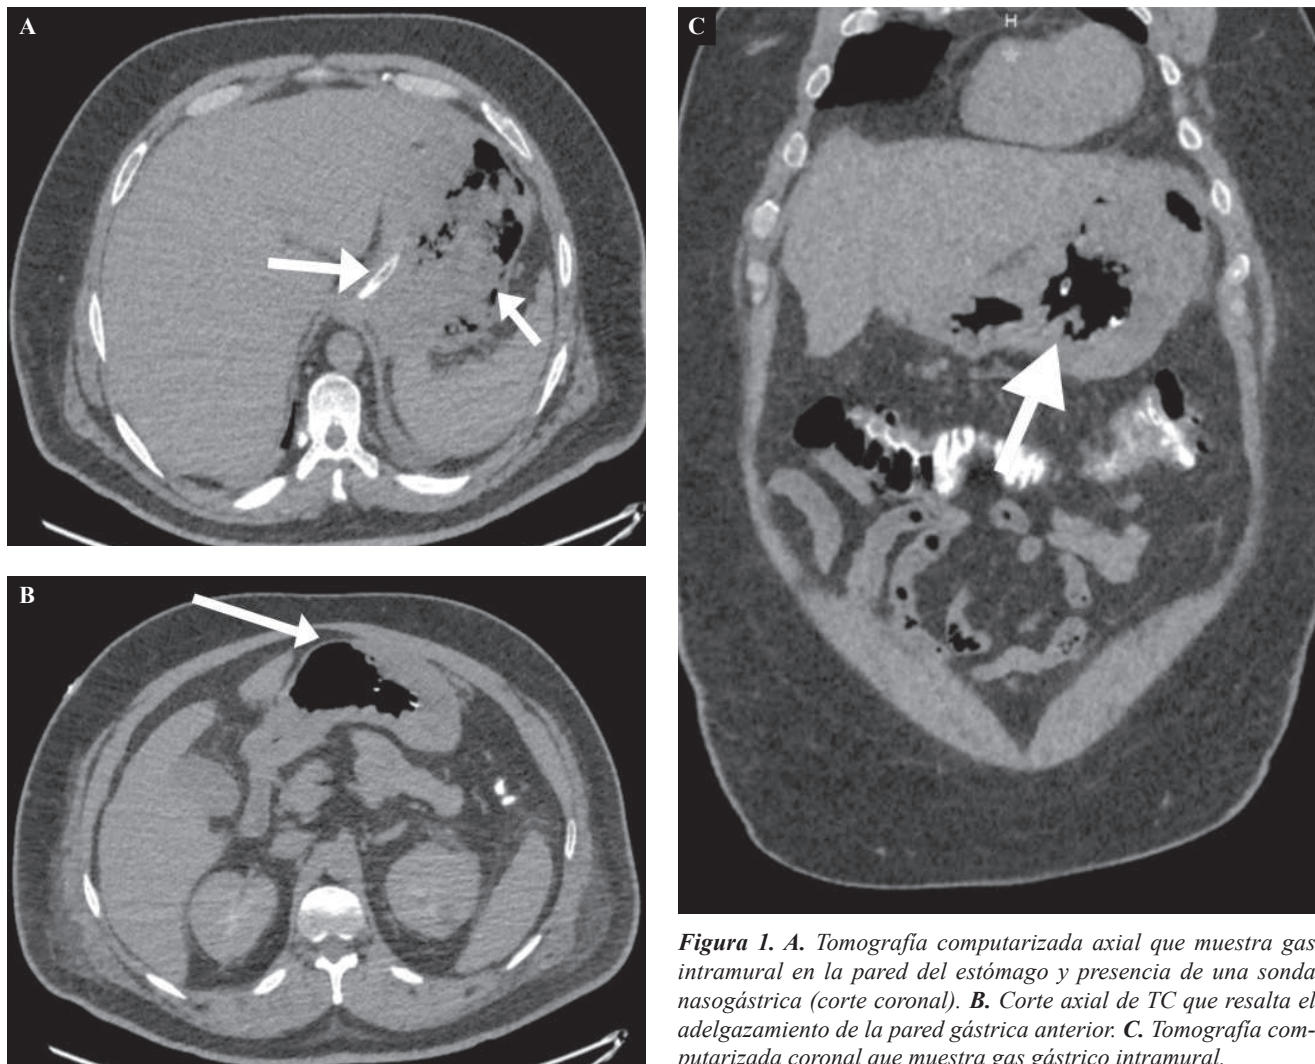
A. Tomografía computarizada axial que muestra gas intramural en la pared del estómago y presencia de una sonda nasogástrica (corte coronal). B. Corte axial de TC que resalta el adelgazamiento de la pared gástrica anterior. C. Tomografía computarizada coronal que muestra gas gástrico intramural.
